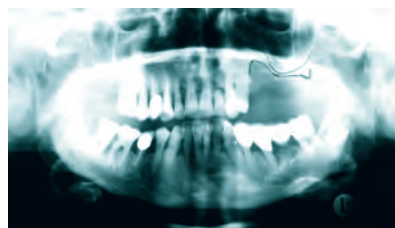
10b Röntgenkontrolle post-Op und sechs Monate post-Op.
